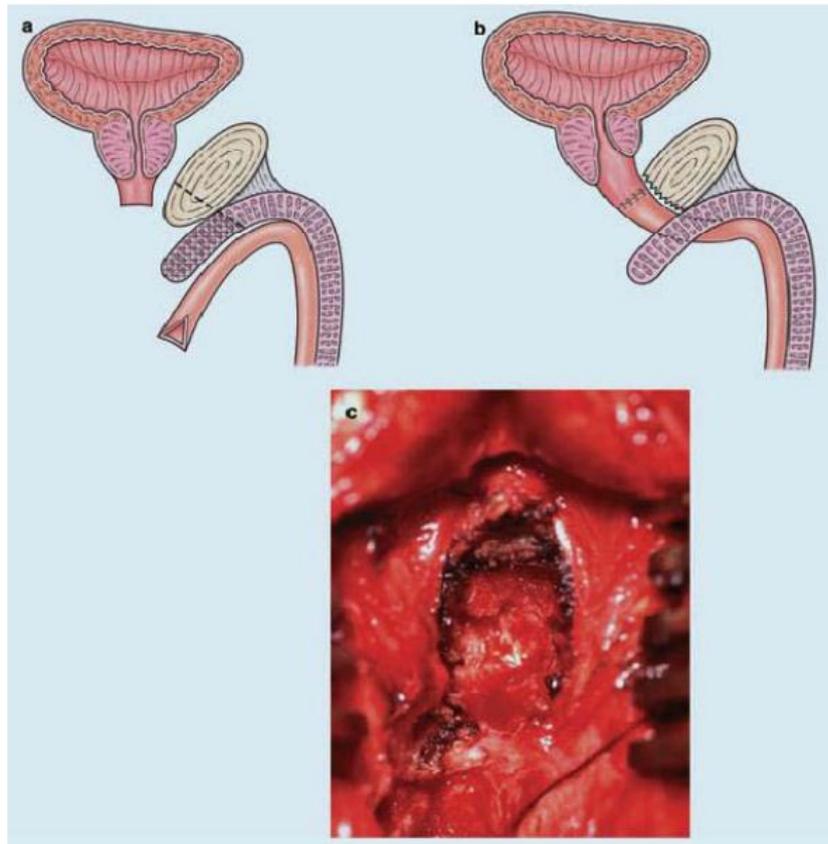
I : ASPECT FINAL APRES REALISATION DE L'URETRORRAPHIE
